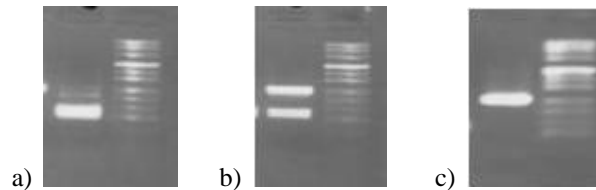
Gelelektrophorese nach Verdau des PCR-Produktes für Exon 3 des NPPA-Gens mit dem Restriktionsenzym ScaI, welches bei Vorhandensein der Variante c.454T>C das Fragment nicht schneidet, bei Vorhandensein des Wildtyps jedoch schneidet. a) Wildtyp TT (Fragmentlängen 116bp/134bp); b) Heterozygotie TC (Fragmentlängen 250bp und 116bp/134bp); c) Homozygotie CC (Fragmentlängen 250bp).
